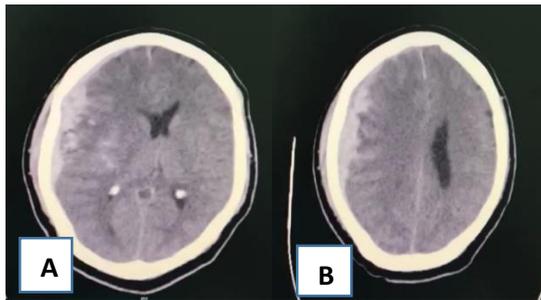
TAC de cráneo simple. imagen A se observa hematoma subdural fronto-temporo-parietal derecho que desplaza la línea media. imagen B se observa hematoma subdural derecho que desplaza línea media y colapsa el ventrículo lateral derecho.
